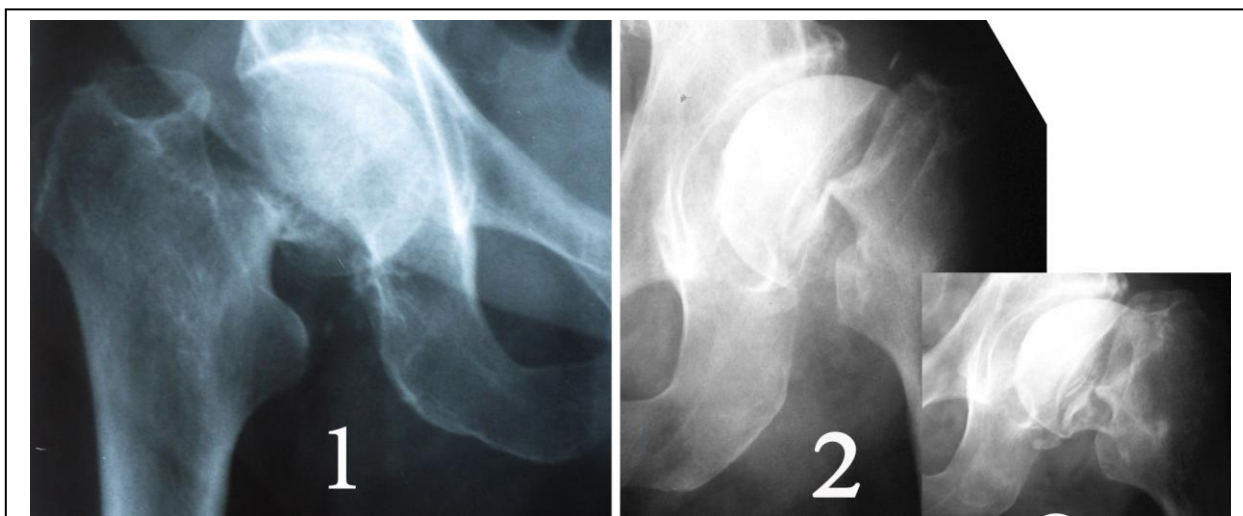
Рентгенограммы. Перелом шейки бедренной кости с дефектом шейки 2/3 её длины, т.е. примерно одинаковой величины.
